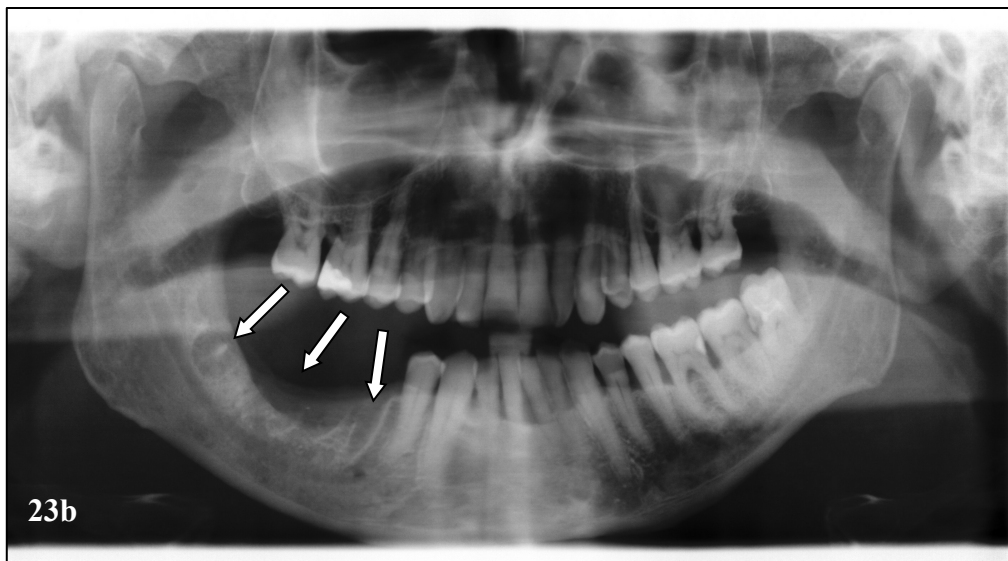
Klinischer und röntgenologischer Befund der Unterkiefernekrose im Stadium II bei Nierenzellkarzinom
